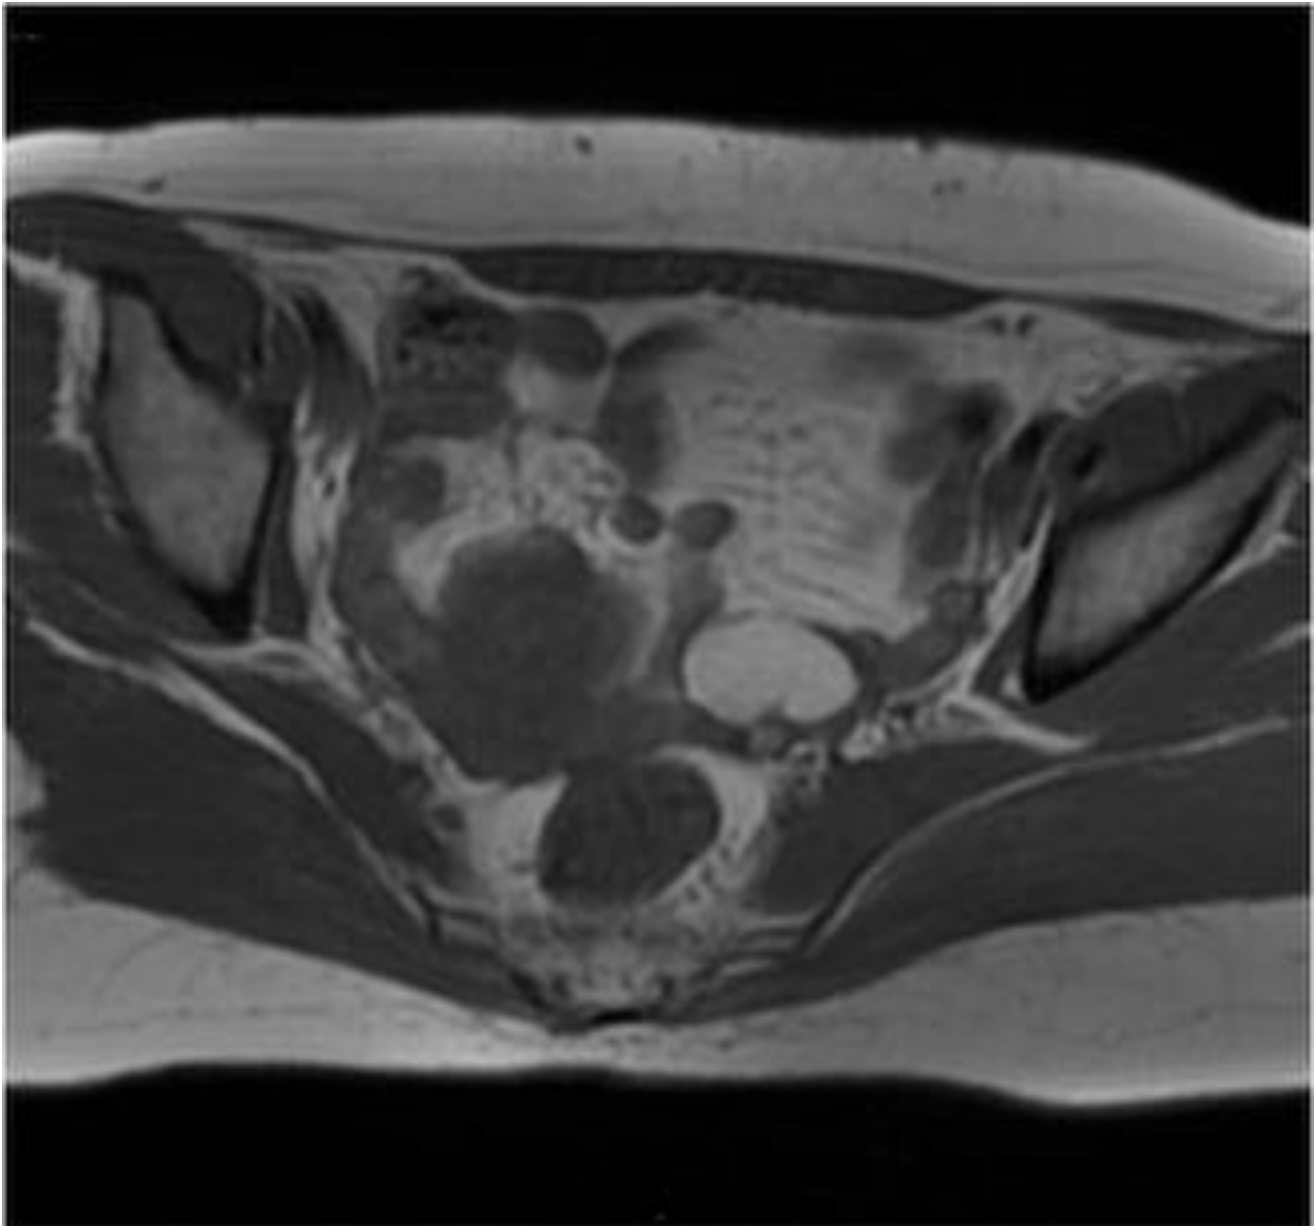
RM: Endometrioma: En región anexial izquierda se observa una formación redondeada de 3.5 x 2.5 cm , presenta una intensidad de señal alta en T1 con supresión grasa
